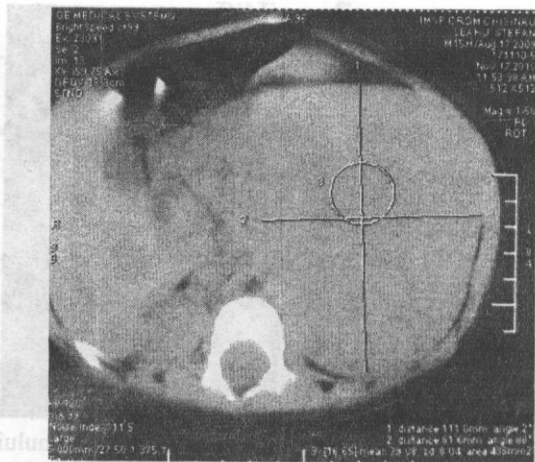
Computer tomografia decelează o tumoră a rinichiului pe stînga.
